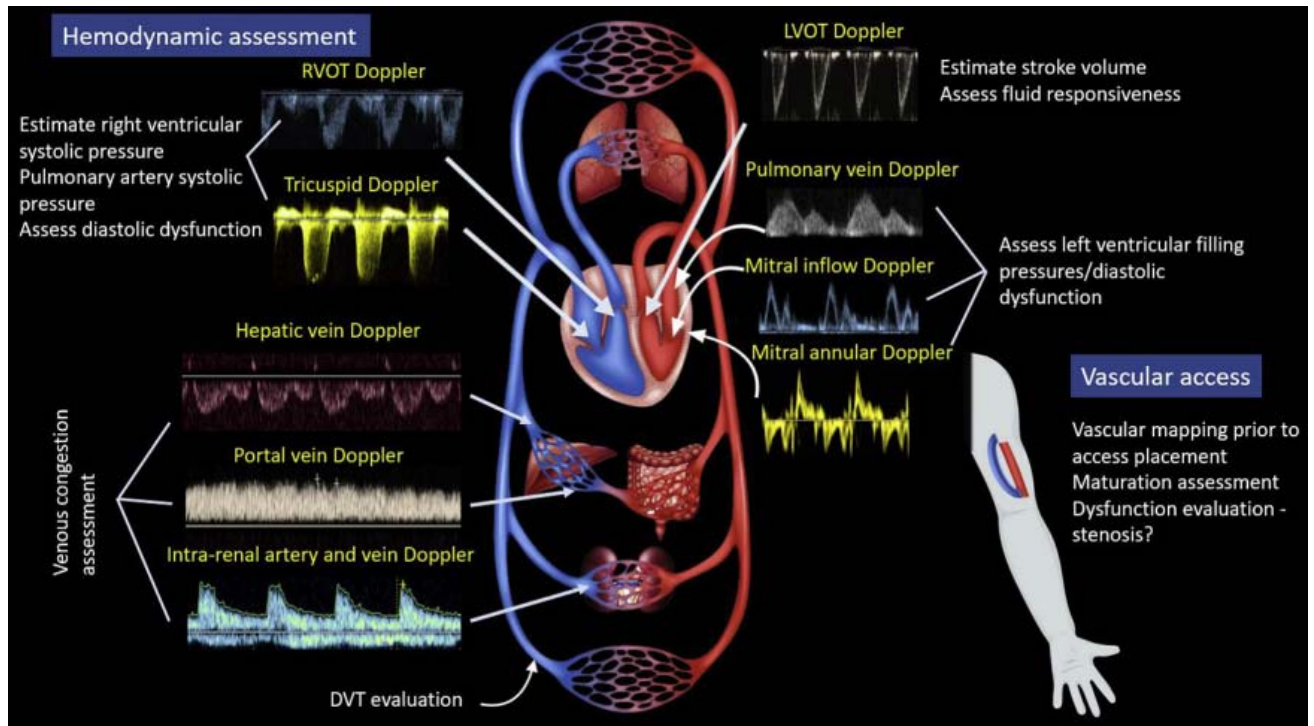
Applications de bases de l'échographie au chevet du patient (POCUS) liées à la néphrologie [50].
